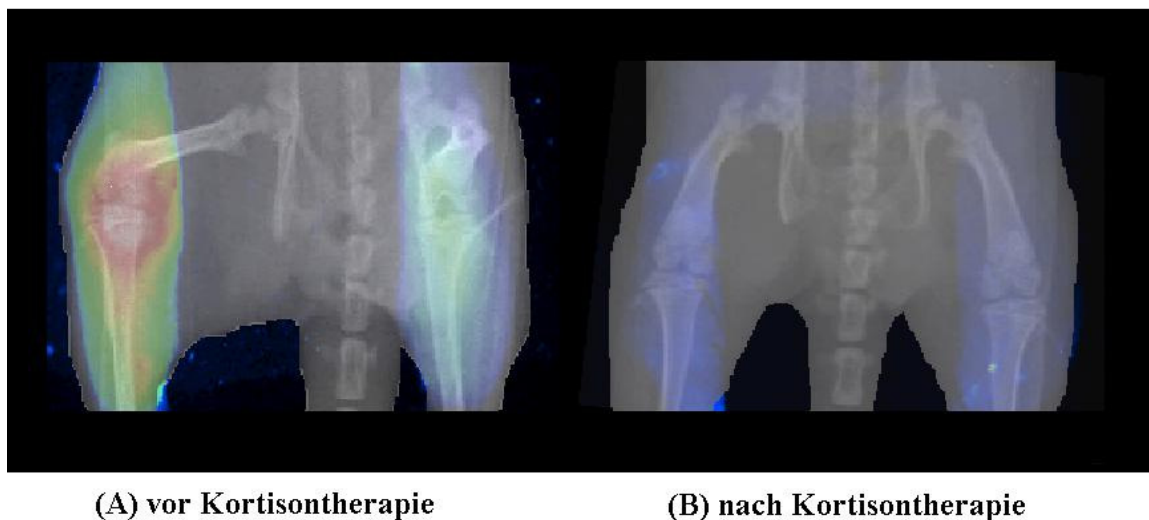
Überlagerung von Röntgenbild und Optischer Bildgebung
